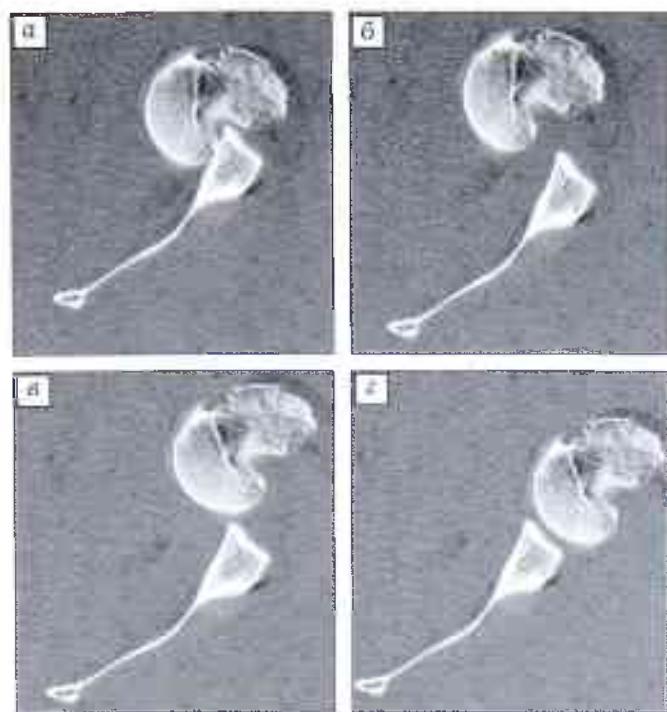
Эволюция положения головки плечевой кости в ходе выполнения этапов репозиции разгибательным способом (компьютерные томограммы плечевого сустава).
